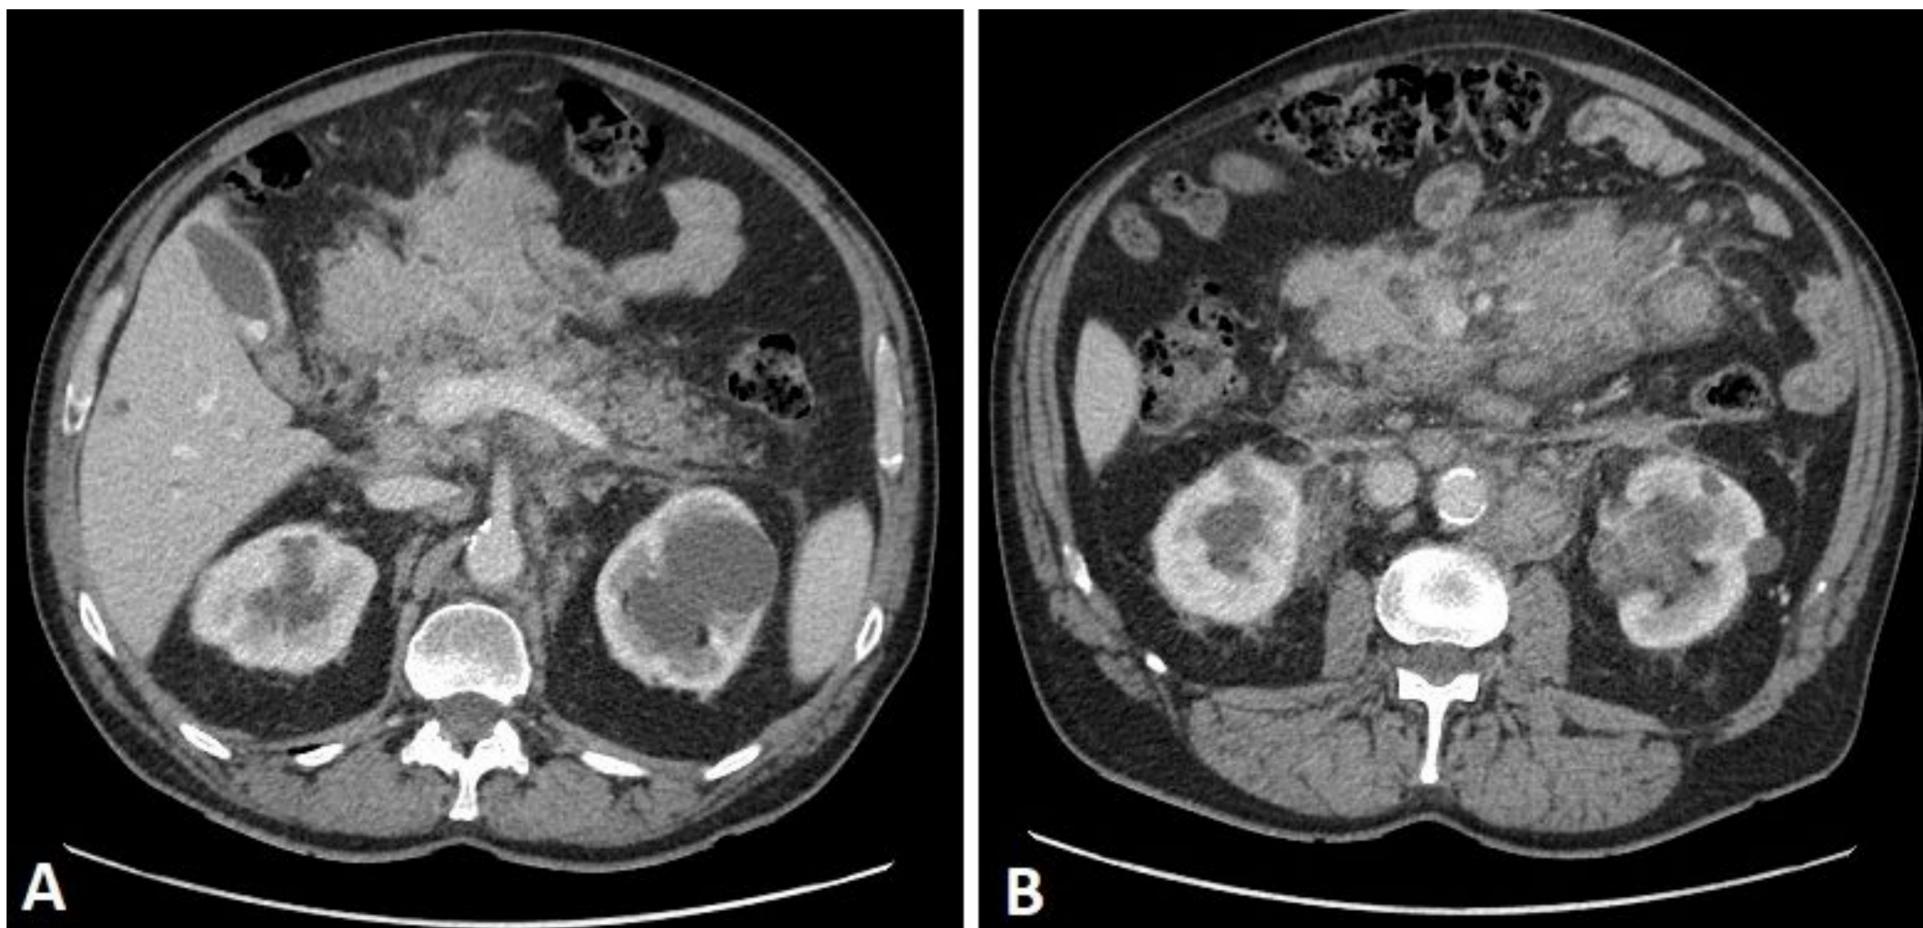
Linfomatosis peritoneal. A y B) TC con contraste I.V, planos axiales. Masa/conglomerado adenopático intraperitoneal a nivel de hipogastrio/subhepático, que pierde plano de clivaje con antro/curvatura mayor gástrica, duodeno y páncreas, de bordes mal definidos, con estriación y aumento de densidad de la grasa mesentérica por infiltración tumoral. Asocia también conglomerados adenopáticos retroperitoneales.
